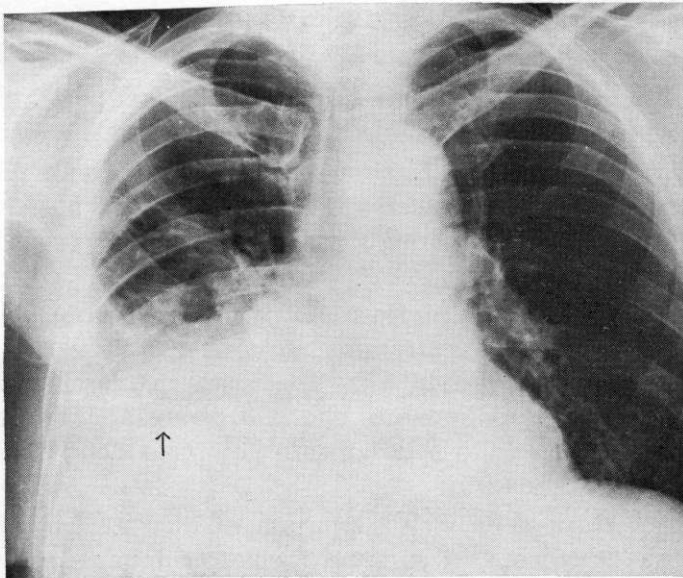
Radiografia standard del torace in posizione antero-posteriore che documenta la presenza di una opacità disomogenea e diffusa della base del polmone destro, al di sotto della quale si nota la presenza di un livello idroaereo.
